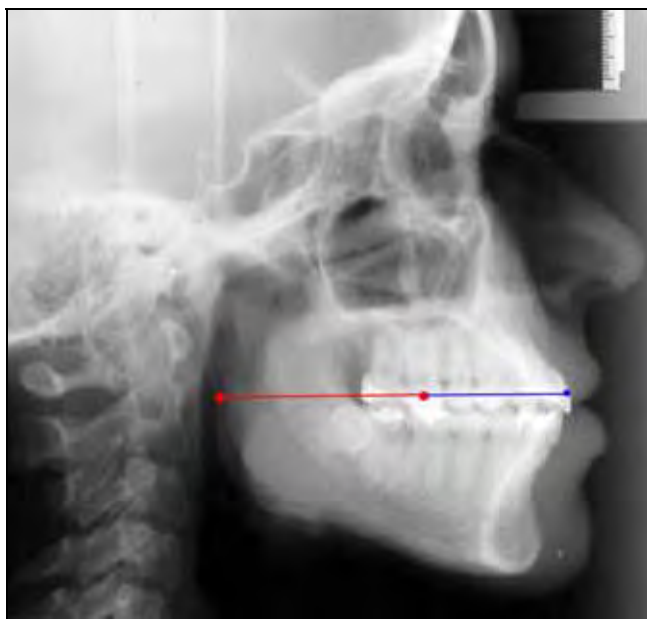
Radiografia representativa da razão C1MS-DM16/Sf1/-C1MS.
